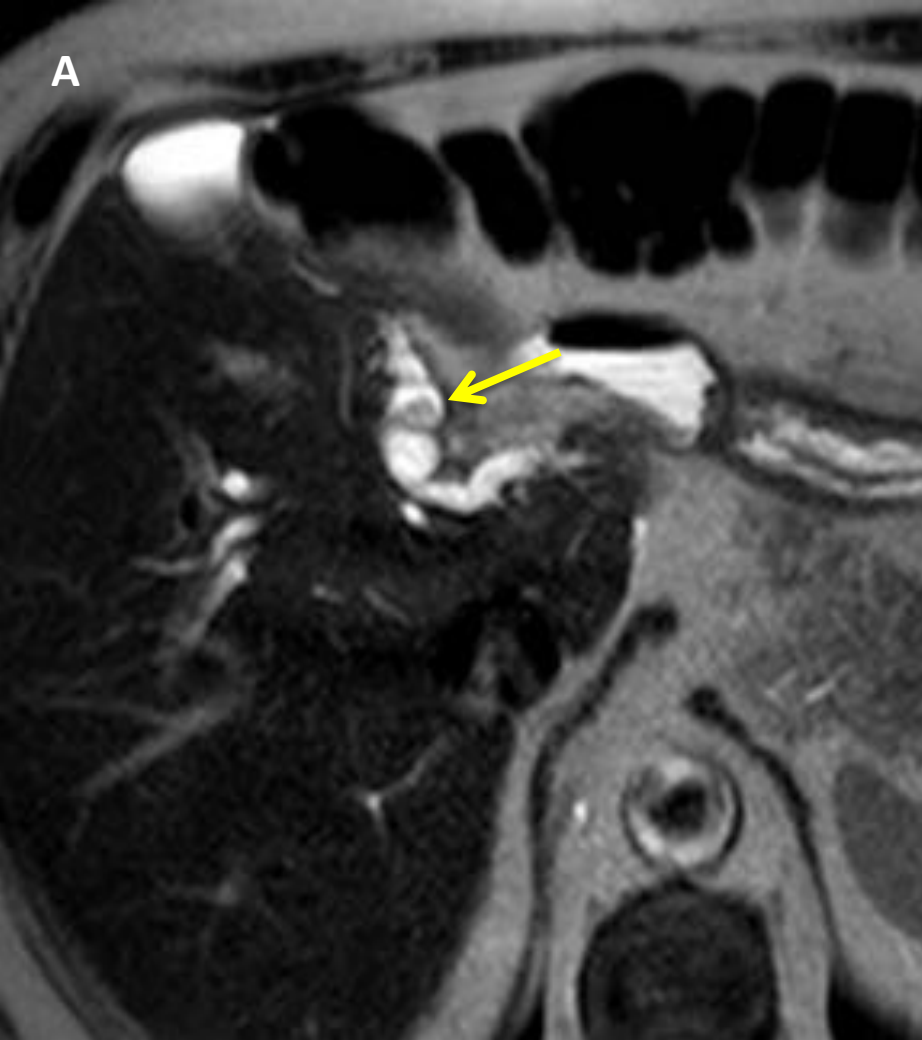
Mismo paciente de las Figuras 1 y 2. RM de Abril de 2015 con secuencias axiales TSE-T2 (A) y T1-THRIVE post-Gd en fase de equilibrio (B) muestran un defecto de repleción intraluminal hiperintenso respecto al parénquima hepático en T2 y con discreto realce inferior al del parénquima en la imagen post-contraste (B)
